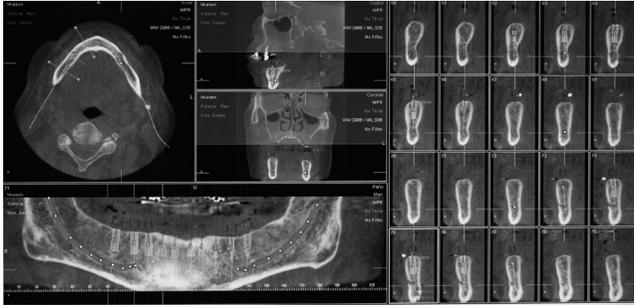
Tomografía computarizada de haz cónico de paciente geriátrico edéntulo mandibular con planificación quirúrgica de implantes.
